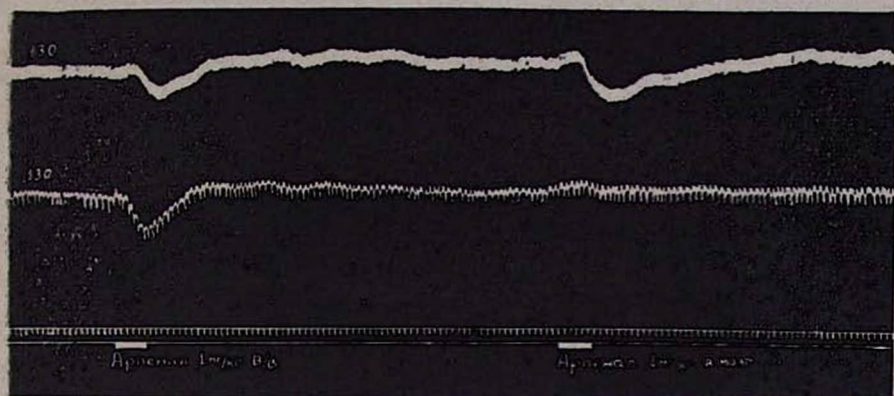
Двустороннее удаление верхних шейных симпатических узлов. Эффекты арпенола на тонус сосудов мозга. Обозначения сверху вниз: перфузионное давление, артериальное давление, отметка времени, отметка введения препарата.
